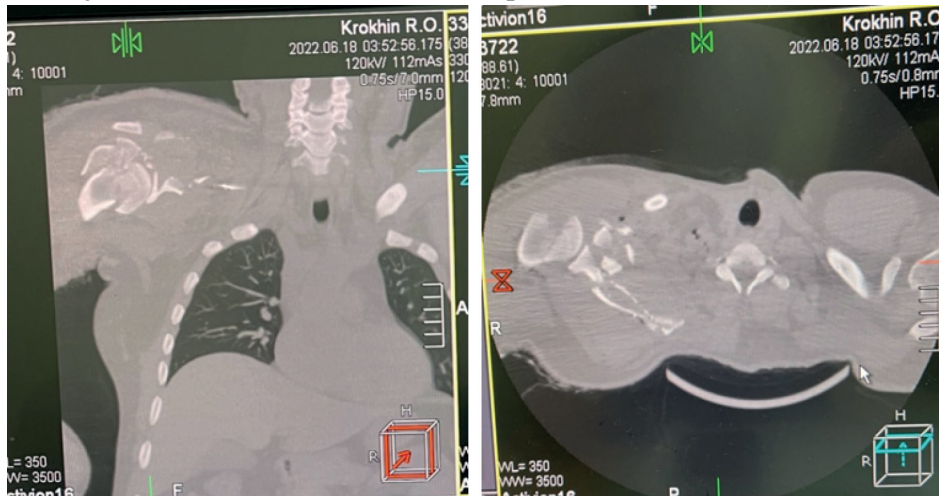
На рентгенограмі: багаточастковий перелом голівки плечової кістки на рівні анатомічної та хірургічної шийки зі зміщенням уламків, перелом лопатки на рівні ості без зміщення уламків, верхнього краю лопатки зі зміщенням, пошкодженням правого акроміально-ключичного з'єднання. Металеві уламки на рівні верхнього краю та кута лопатки розміром 9,5x3,5 мм, 6x3 мм та численні мілкі до 1,5 мм. (рис. 1).
